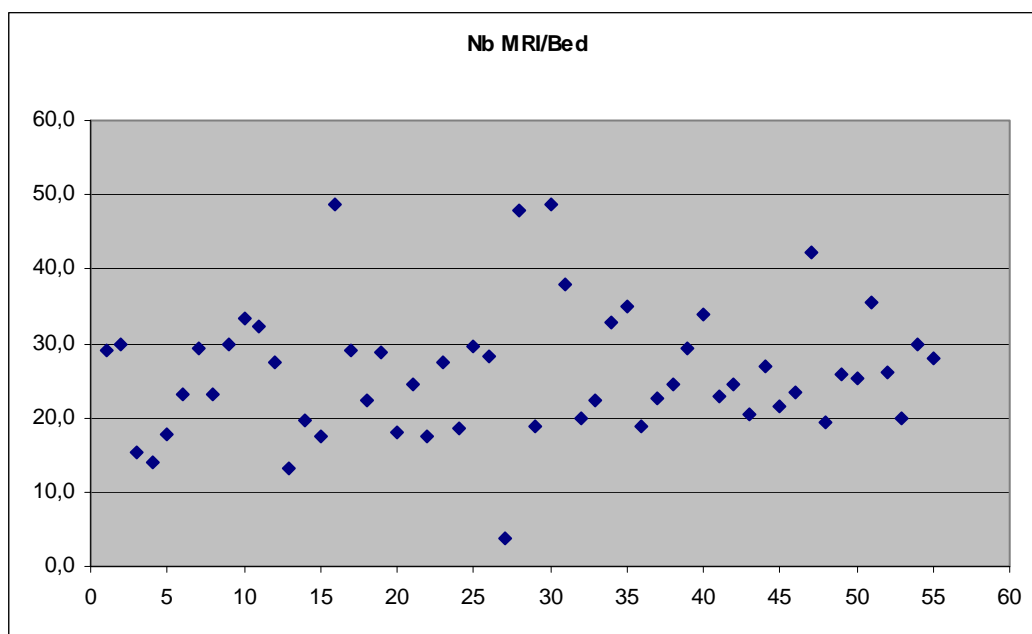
Nombre d'examens IRM annuels par rapport au nombre de lits hospitaliers.
